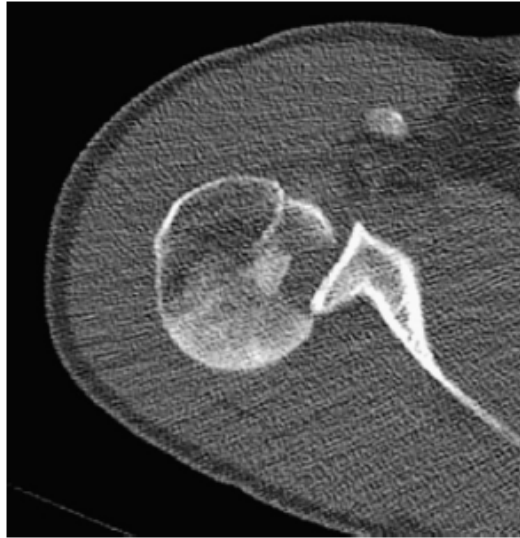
fracture-luxation postérieure. CT-axial montrant une luxation postérieure fixée avec une fracture de la petite tubérosité (fracture-luxation de la petite tubérosité en deux parties) [40]
